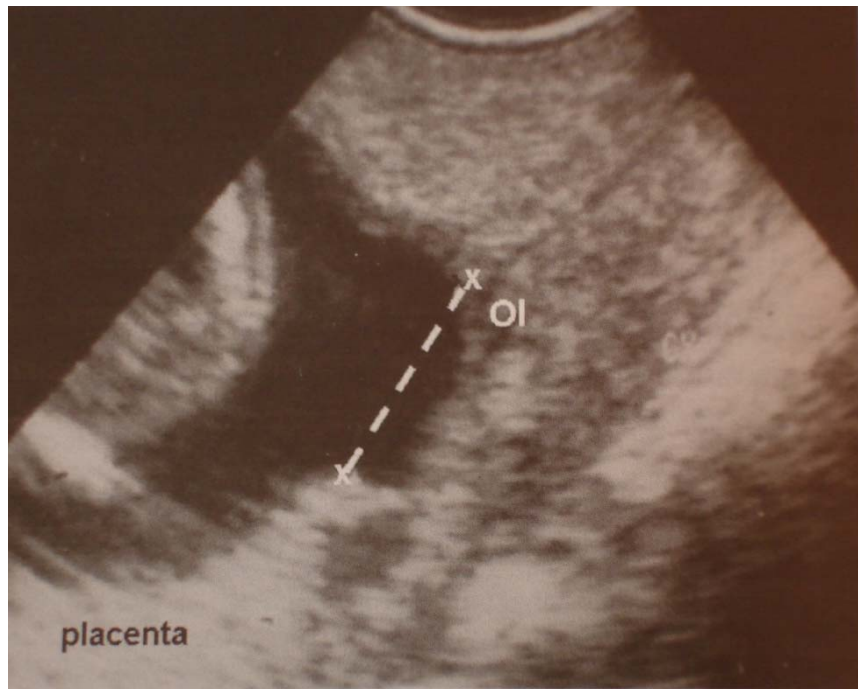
Ultrassonografia via transvaginal – distância entre bordo inferior da placenta e orifício interno (OI). Tratado de Ultrassonografia, v.1.
